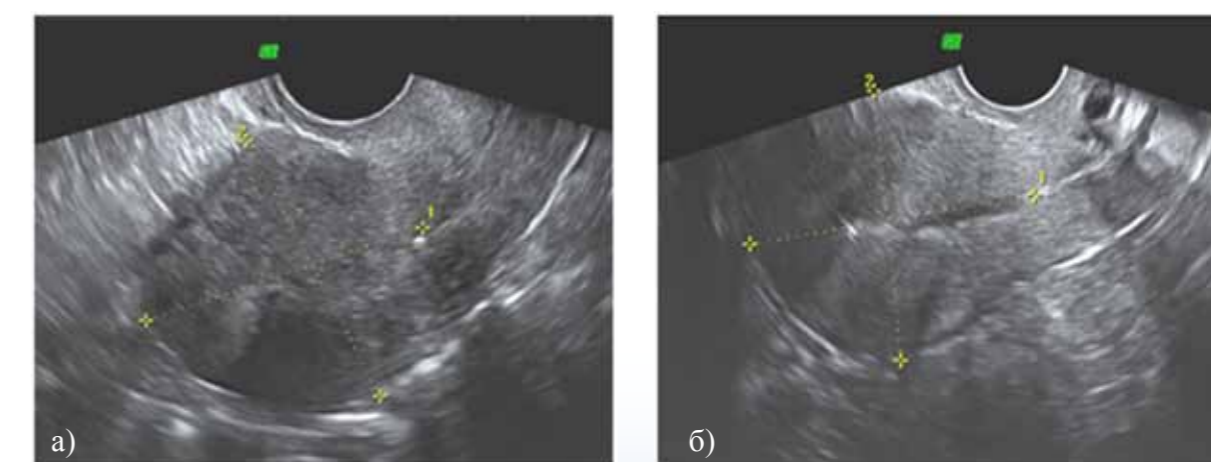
УЗИ матки: уменьшение в миометрии гипоэхогенных участков неправильной формы у пациентки подгруппы 2 до (а) и через 6 месяцев после начала лечения (б)
